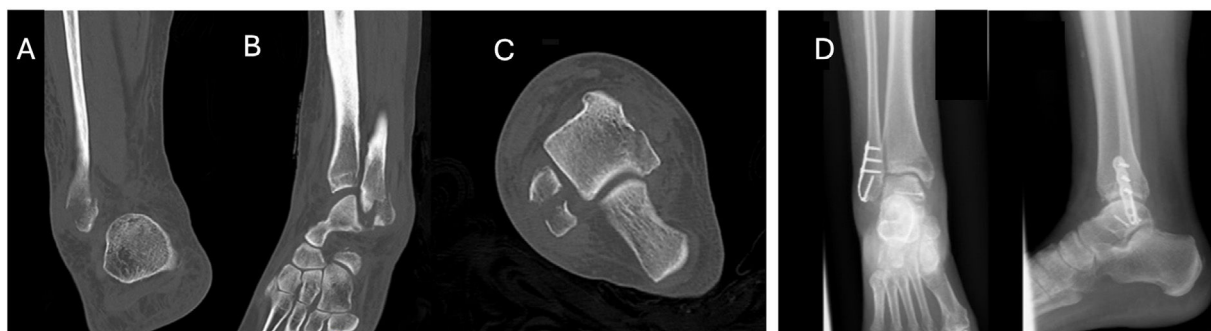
Ejemplo de fractura-avulsión infrasindesmal SAD I tratada mediante placa gancho. A, B, C: TC preoperatoria: fractura-avulsión de peroné distal. D: Radiografía postoperatoria mostrando placa gancho con tornillo interfragmentario de compresión.
